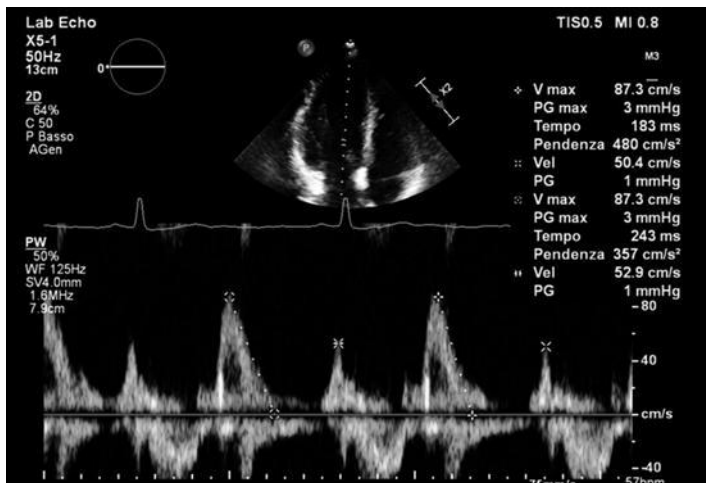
Echocardiogram: transmittal flow
